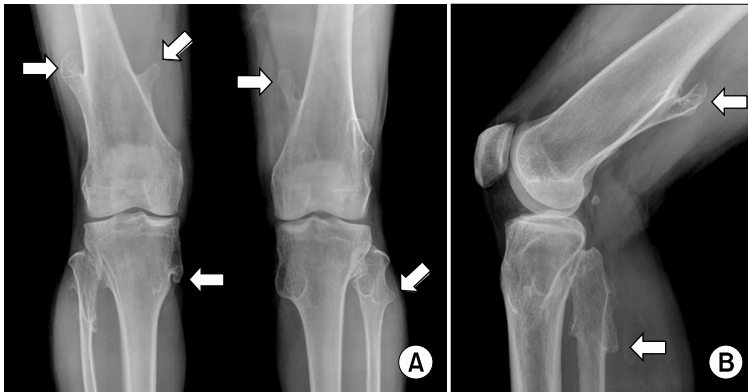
Radiographies of both knees.
